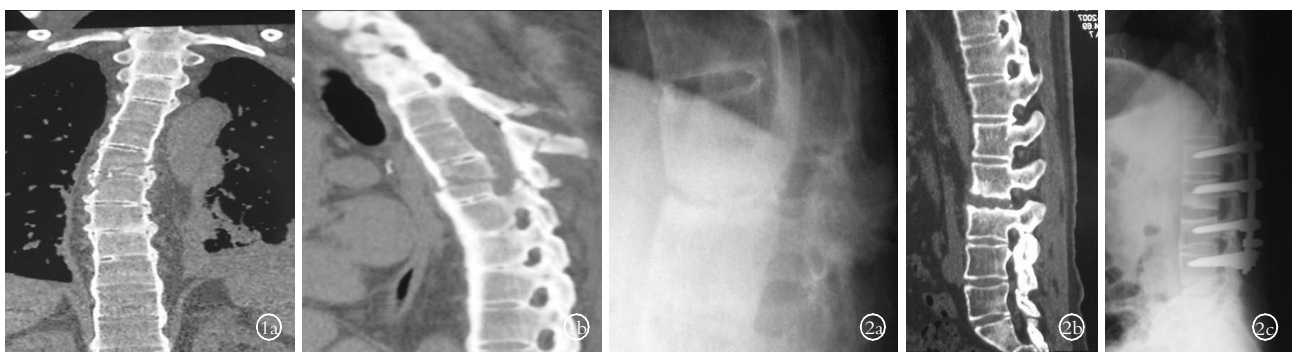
男性患者, 42 岁, 车祸致 T₆、T₇ 骨折, CT 三维重建 1a. 骨折线经 T₆、T₇ 椎体, 呈斜面骨折 1b. 骨折轻度移位, T₄、T₅、T₆ 棘突骨折 图 2 男性患者, 26 岁, 扭伤致 L_{2,3} 椎间隙骨折 2a. X 线片示椎间隙狭窄, 相邻椎体边缘硬化、劳损, 假关节形成 2b. 卧床 2 周后, 骨折部张开 2c. 骨折部经椎弓根固定术后 X 线片
